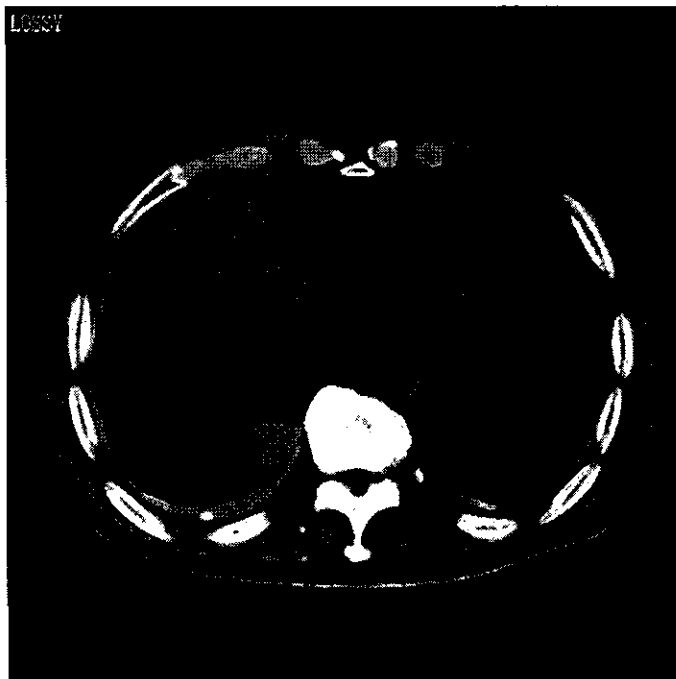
胸部 CT 縦隔条件で、両側下肺野に石灰化胸膜プラーク、右下肺野に円形無気肺を認める。右下部胸膜肥厚は典型的なびまん性胸膜肥厚であり、左下部胸膜肥厚は肺野条件で臓側胸膜の肥厚が強いことからびまん性胸膜肥厚と診断した。
